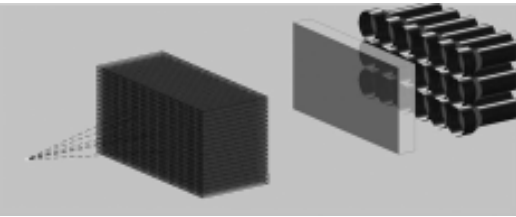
Оптическая система гамма-камеры: коллиматор, кристалл сцинтиллятора, набор ФЭУ.
